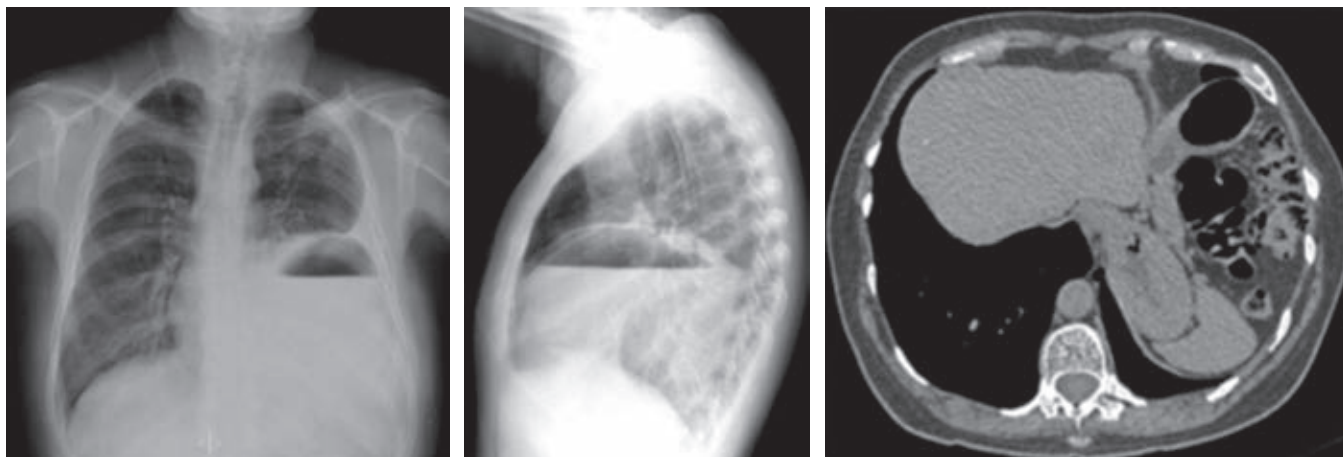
Hernia hiatal. Se observa proyección posteroanterior y lateral de tórax, donde se identifica paso del estómago a través del hiato esofágico, con distensión de su lumen por material de contraste baritado, nivel aire-líquido en su interior y paso del fondo gástrico a través del hiato en imagen de tomografía.
